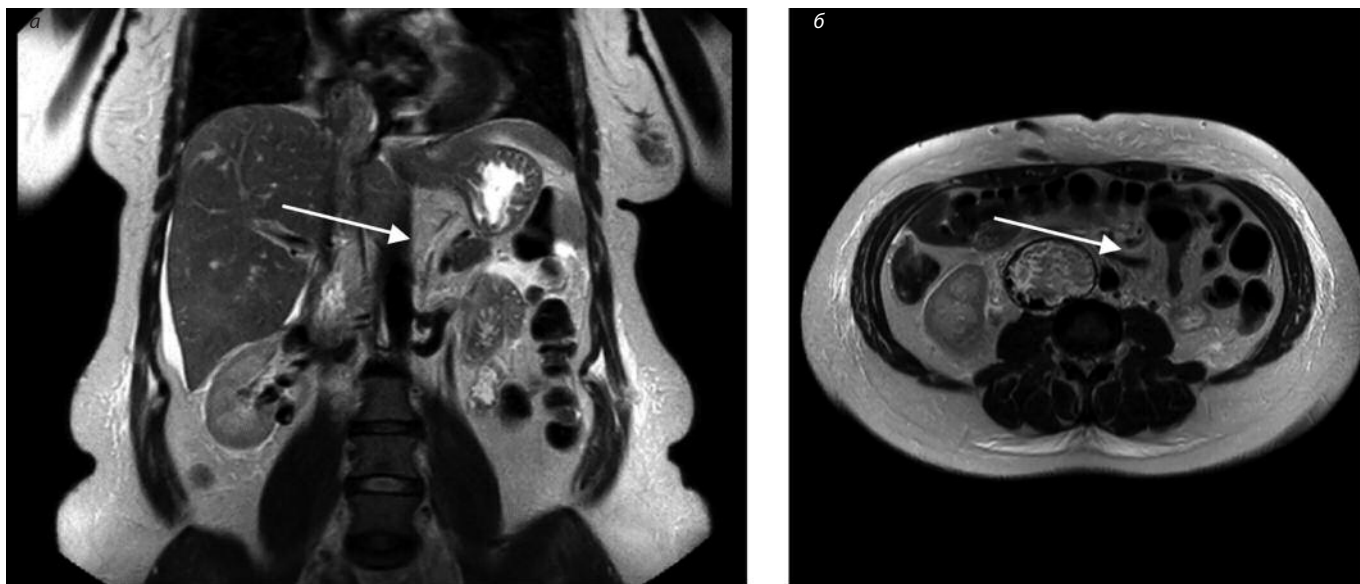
МРТ брюшной полости, T2-ВИ в коронарной плоскости (а), в аксиальной плоскости (б). В просвете НПВ на всем протяжении, распространяясь до правого предсердия, отмечается негетогенное веретеновидное образование (стрелки). На T2-ВИ в аксиальной проекции визуализируется «пористая» структура образования (головки стрелок).
